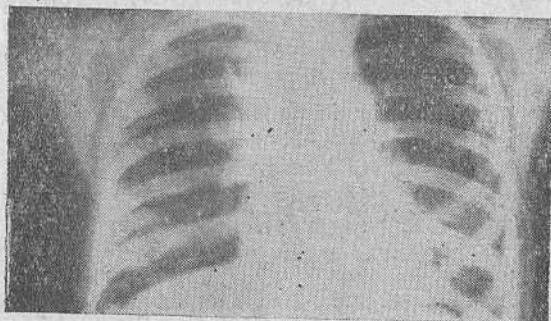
Томограмма грудной клетки той же больной.
